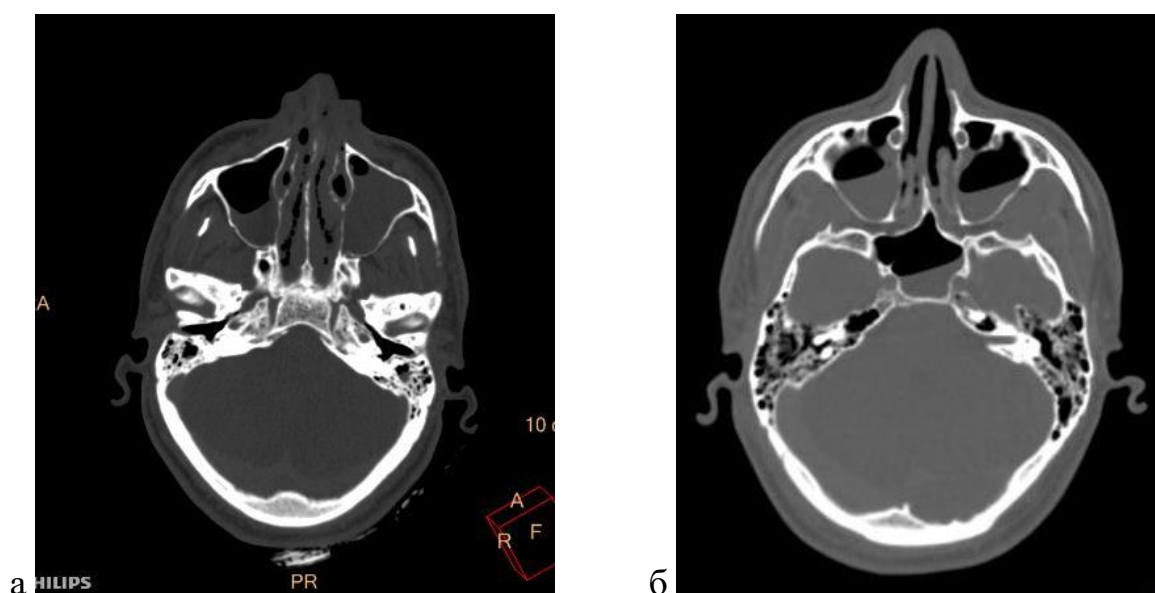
а, б - Содержимое в клетках сосцевидных отростков височных костей и в полости среднего уха. Посмертное КТ-исследование
